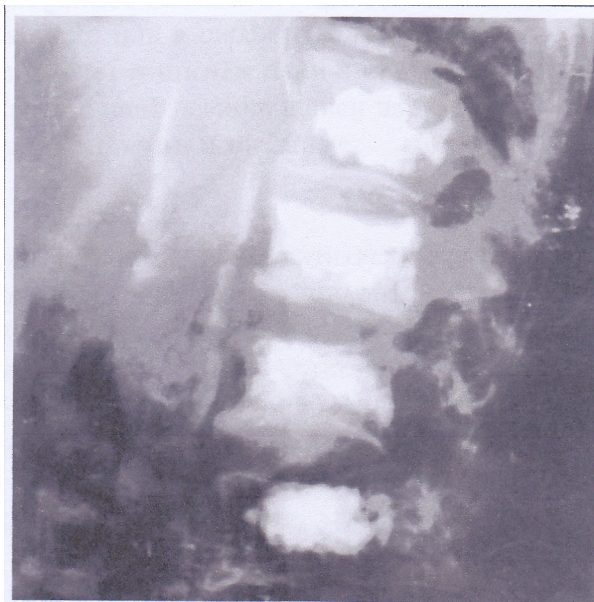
Рентгенограмма больного NN (75 лет), демонстрирующая сочетанность атеросклероза брюшной аорты и остеопоротического перелома позвонков (Т-показатель для позвонков -3,1: DEXA).
